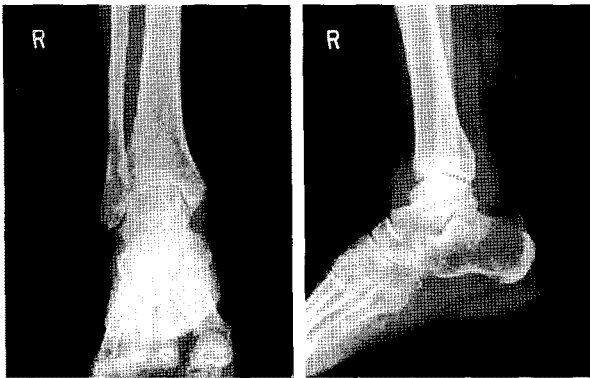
Plain radiographs after synovectomy 18 months ago show joint space narrowing with joint effusion, soft tissue swelling, and radiolucent subchondral bone lesions in the medial talar dome and distal tibia.
